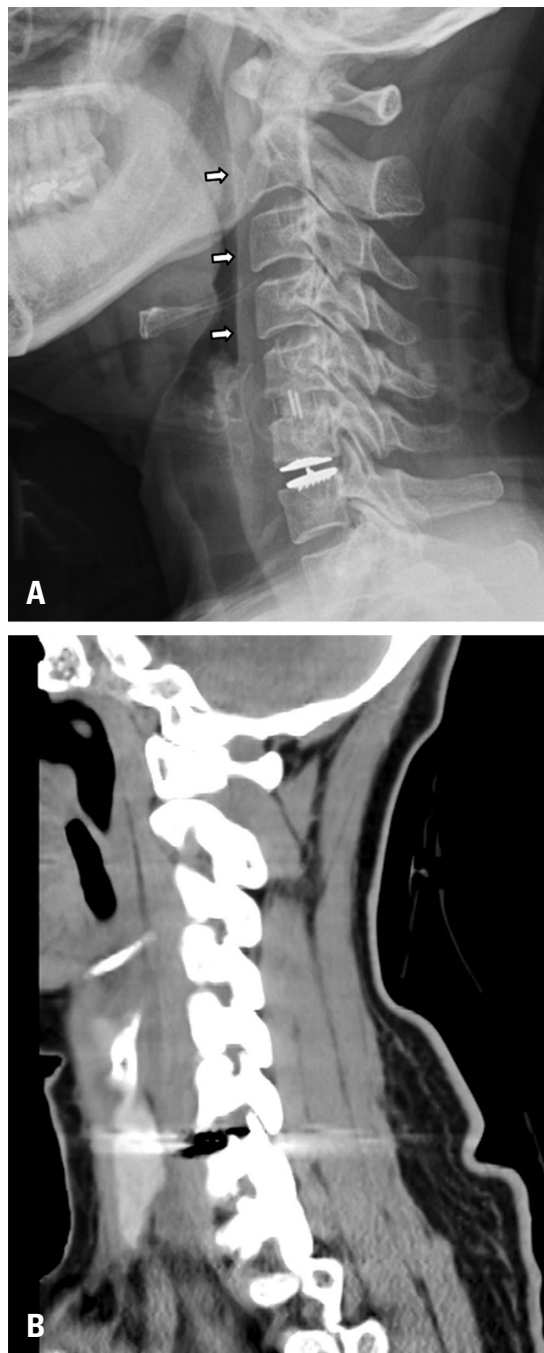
(A) A lateral radiograph on postoperative day 10 shows improvement of the pretracheal space widening (arrow). (B) No specific fluid collection was visible at the prevertebral area on the second postoperative computed tomogram.
